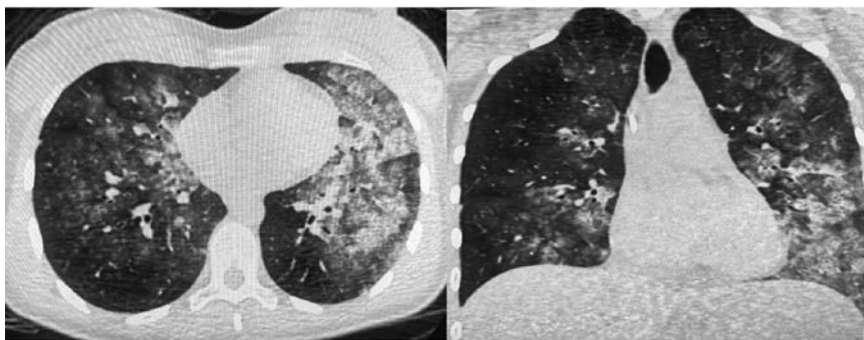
Данные КТ органов грудной полости при поступлении.
